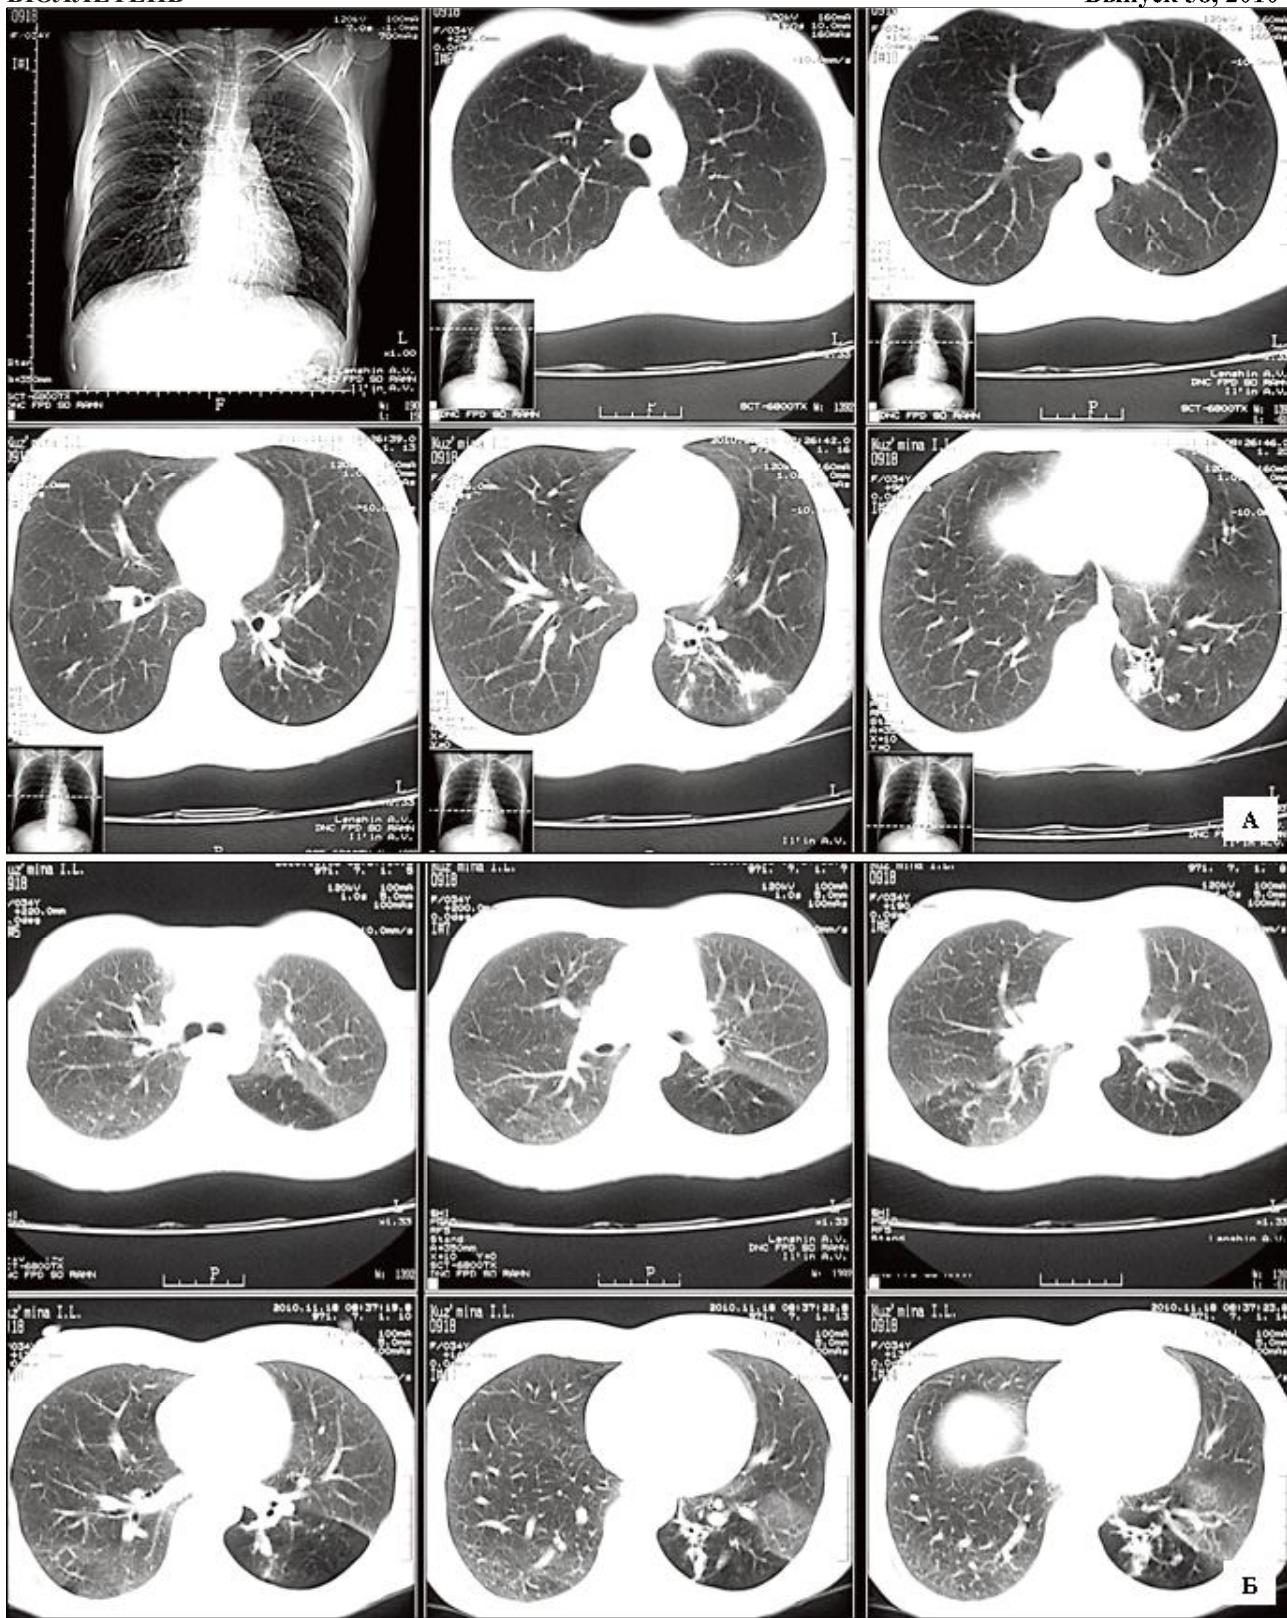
КТ органов грудной полости.
